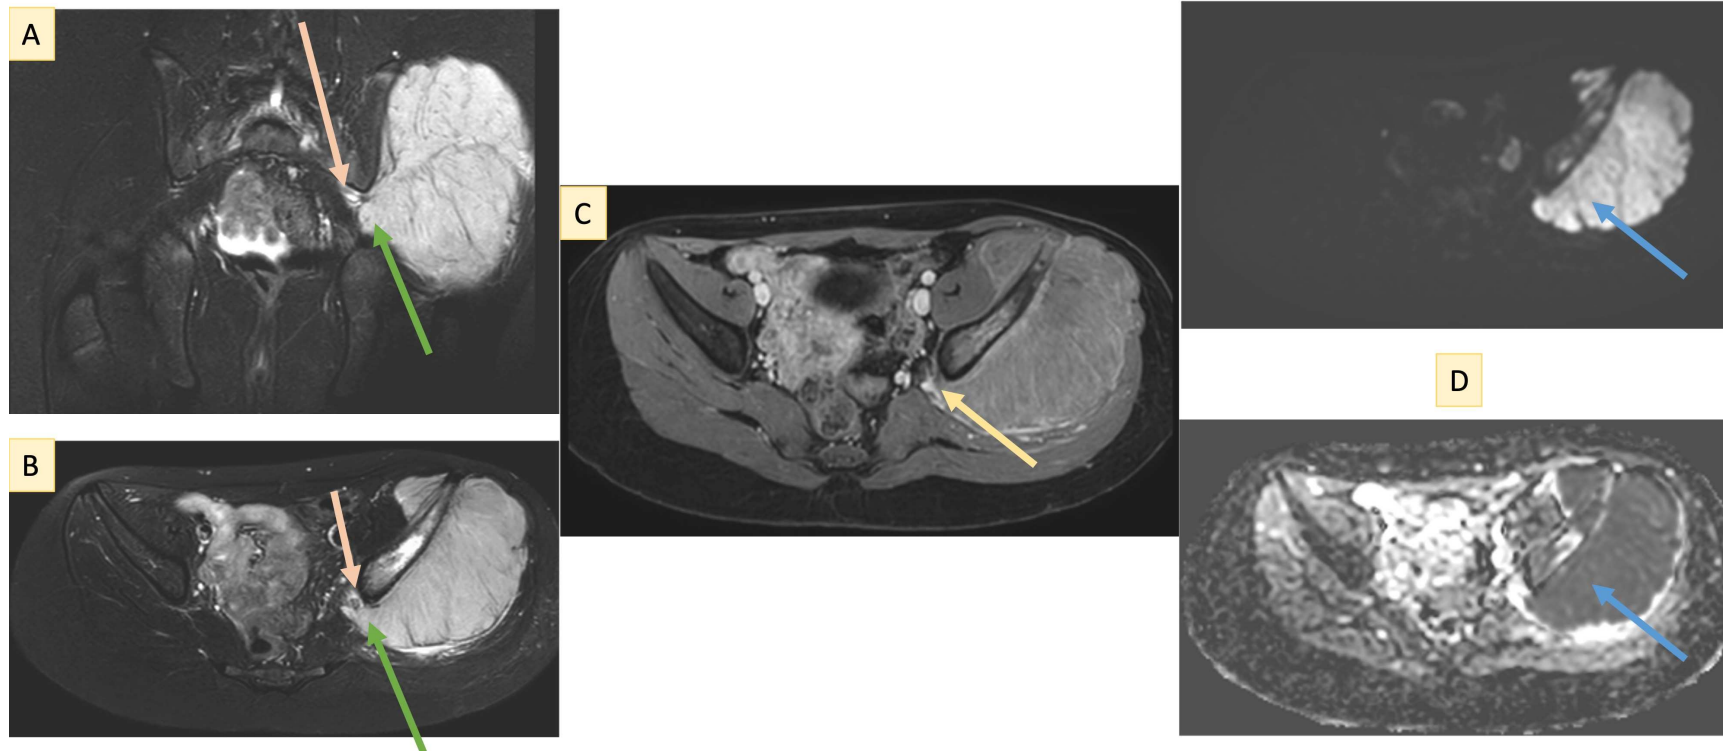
La RM pélvica muestra una lesión heterogénea lítico-blástica que afecta a la pala ilíaca izquierda, con reacción perióstica agresiva y una masa de partes blandas sólida y homogénea asociada, sin necrosis; la masa se extiende hacia el foramen ciático mayor sin compresión directa del nervio ciático y desplaza y deforma la musculatura circundante, incluyendo los músculos psoas, glúteo medio, piriforme y obturador externo; hallazgos compatibles con sarcoma de Ewing. (A) Secuencia coronal T2 STIR que muestra una masa de partes blandas que se extiende hacia el foramen ciático mayor con compresión de estructuras adyacentes; (B) Secuencia transversal T2 STIR donde se identifica invasión del foramen ciático mayor y deformación de la musculatura adyacente; (C) Secuencia transversal T1 post-contraste; (D) Difusión ($b = 1000$) y mapa ADC que muestran marcada restricción a la difusión.
